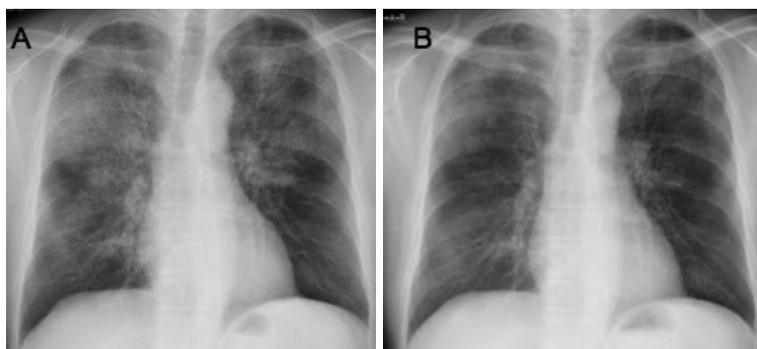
(A)両肺洗浄直前の胸部X線写真. 両側上肺野優位な浸潤影を認める. (B) 両肺洗浄後の胸部X線写真. 両側の浸潤影は消退した.
